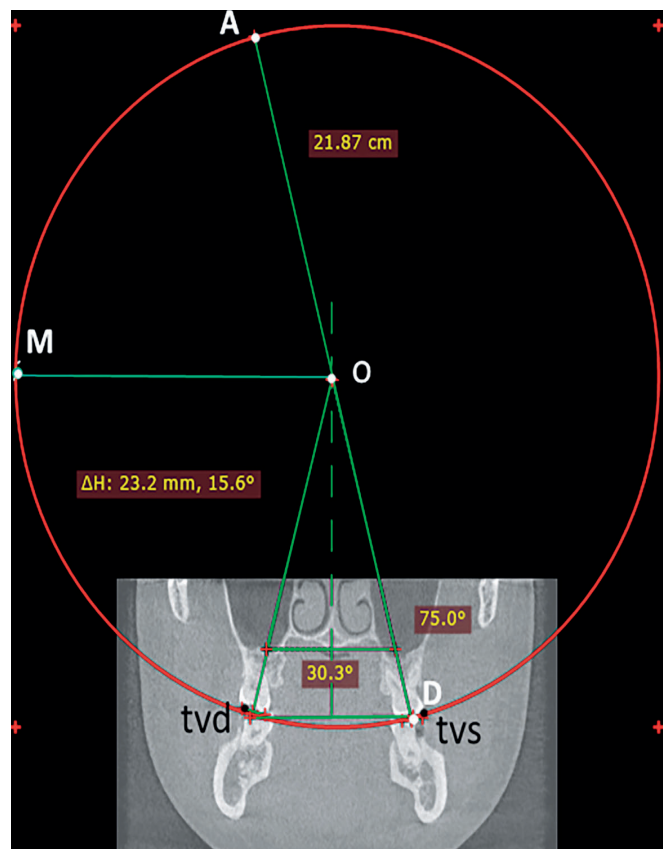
КТ головы пациента в аксиальной проекции с ориентирами для определения параметров окклюзионной сферы
